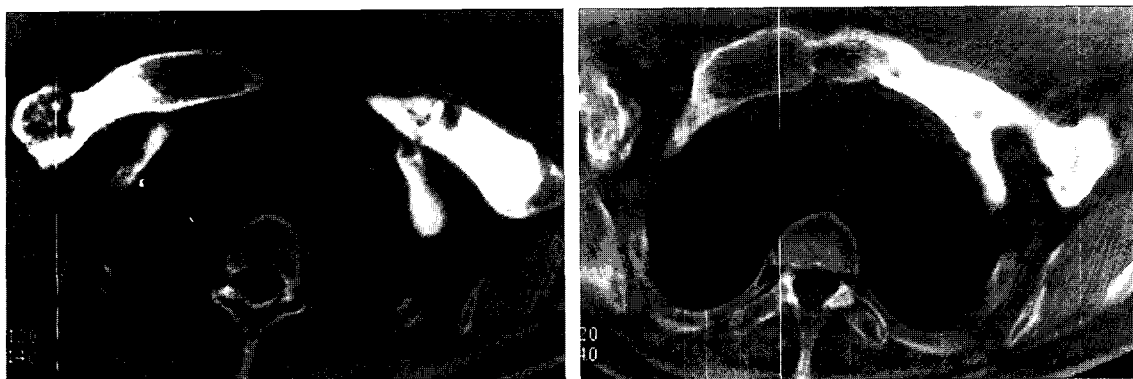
Computed tomography of upper thorax shows diffuse sclerosis with enlargement of both clavicles, sternum and first ribs. The sclerosis is more prominent in cortical area.
